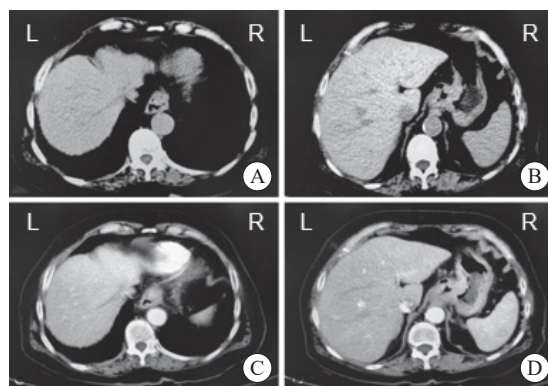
2024年11月27日患者胸腹盆CT平扫及增强扫描图像
